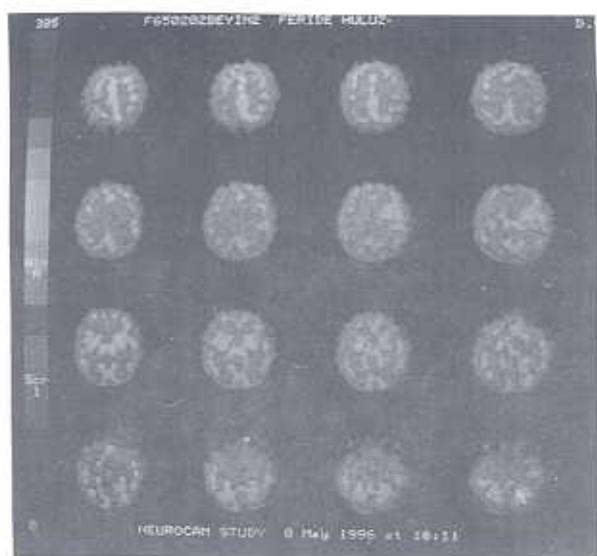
Balon oklüzyon öncesi ve sonrası beyin perfüzyon SPECT çalışmasında tümöre uyan bölgede hipoperfüzyon
